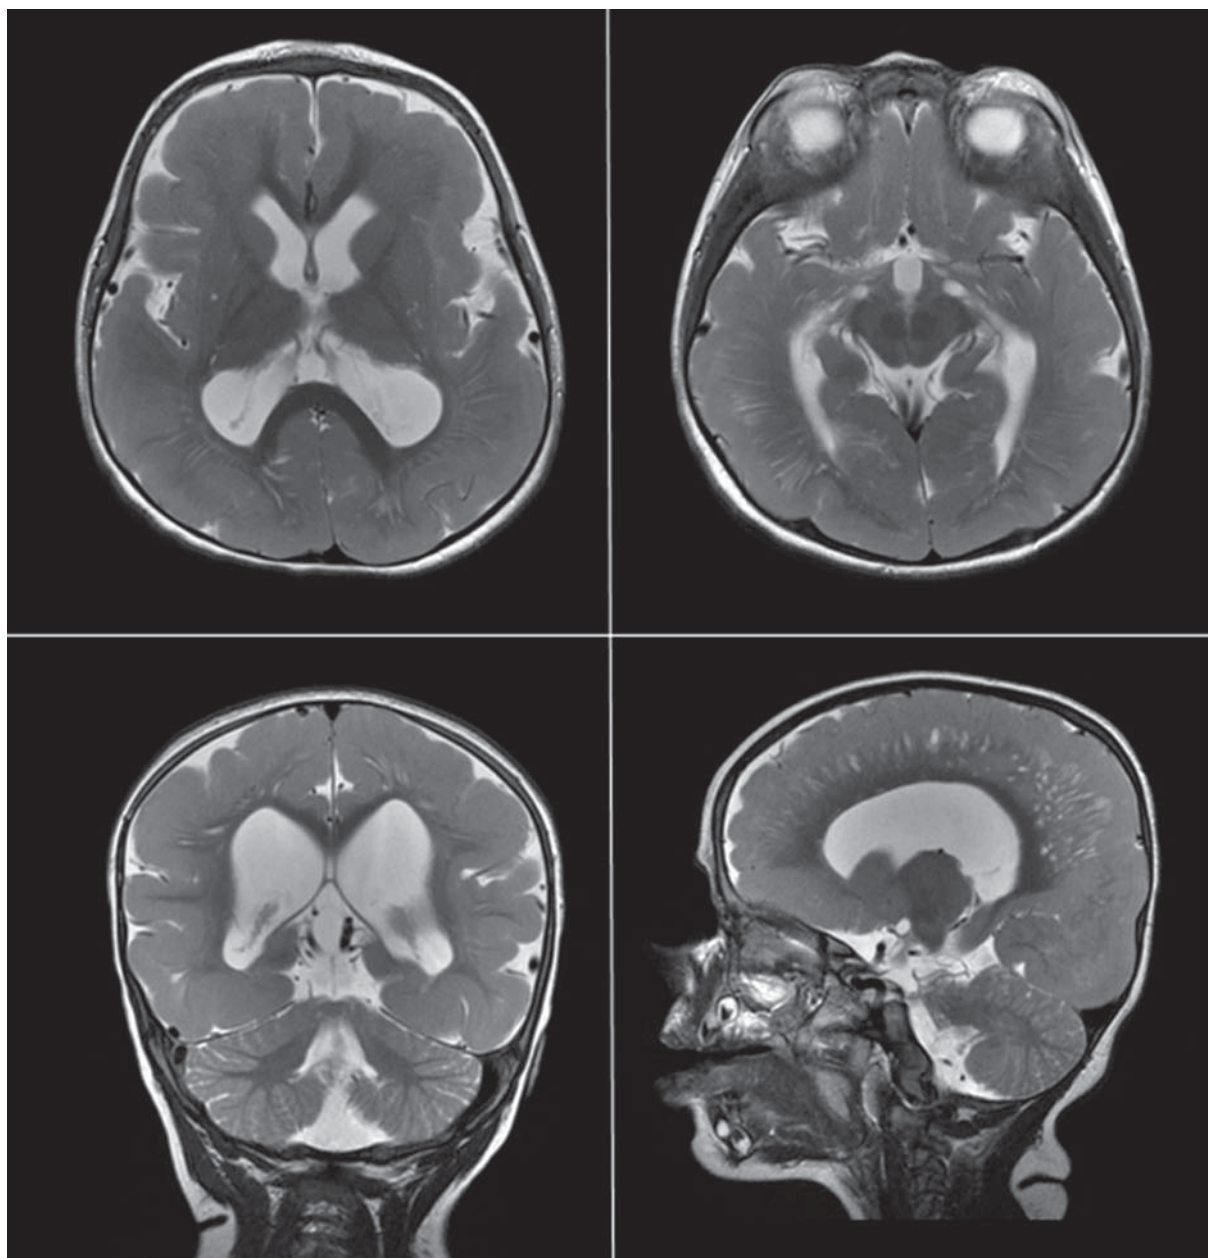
МРТ головного мозга у пациента с полимикрогирией с или без сосудистого типа синдрома Элерса-Данло. На аксиальных, фронтальном и сагиттальном T2-взвешенных изображениях МР картина аномалии развития коры больших полушарий по типу лиссэнцефалии — пахигиирии 2 типа с признаками утолщения коры больших полушарий («бульжничко-подобная» пахигиирия), выраженного расширения периваскулярных пространств, вентрикуломегалии
